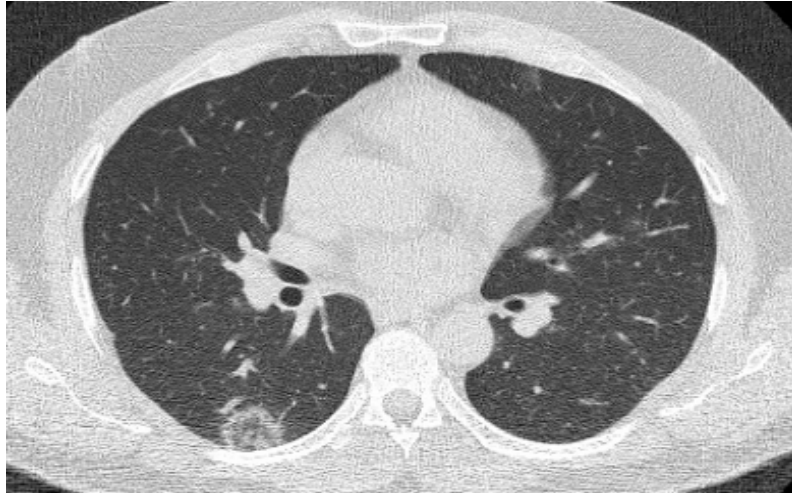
TDM thoracique : coupe axiale en FP : signe du « halo inversé » du Fowler droit [146]
